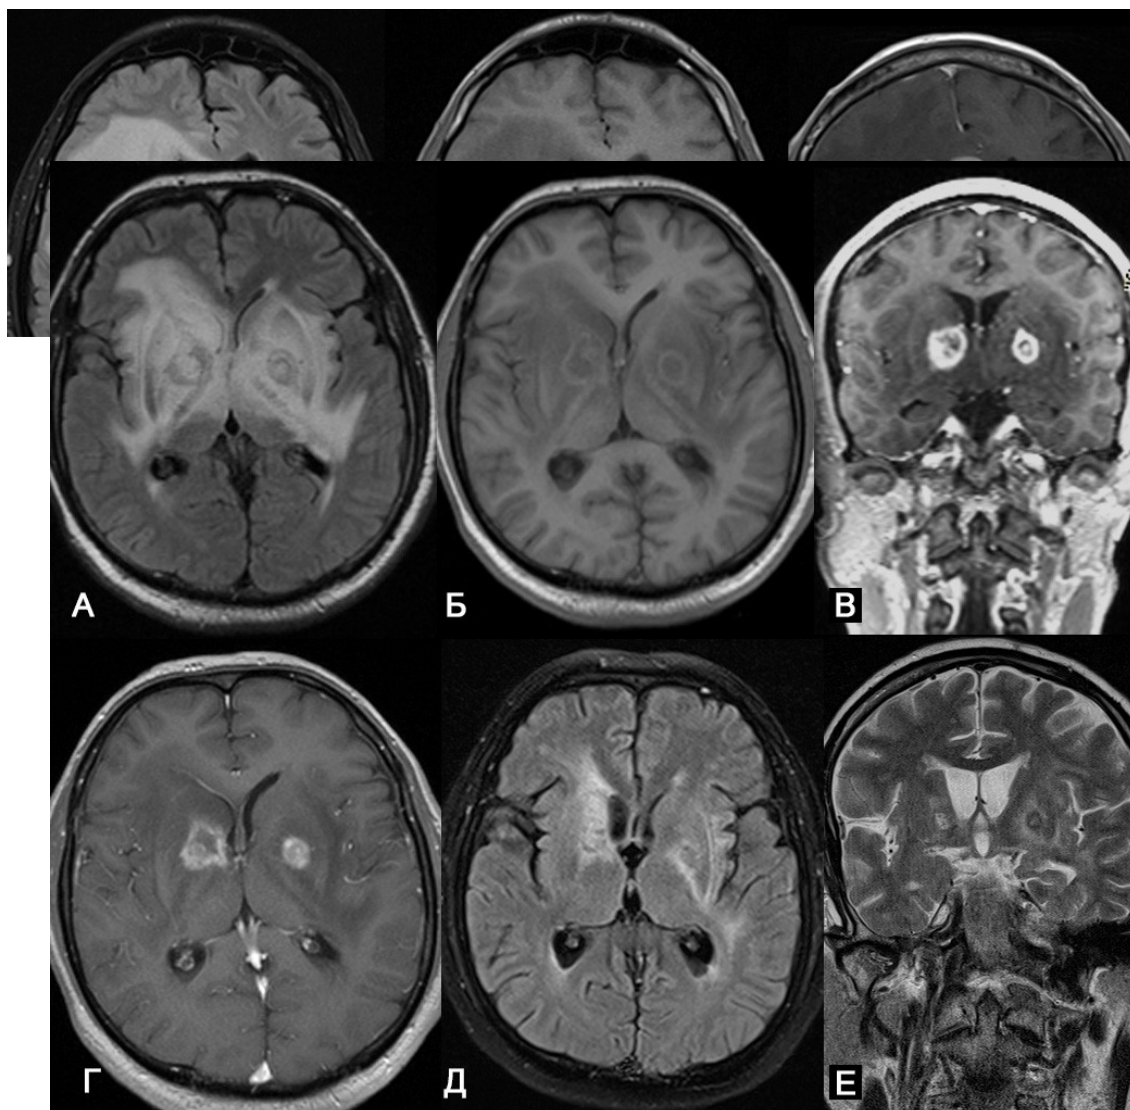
МРТ пациента Ж. 36 лет с многоочаговой лимфомой ЦНС и вариантом эффекта от назначения глюкокортикостероидов. А, Б, В, Г – первичное МР-исследование. Д, Е контрольное МР-исследование через 3 недели. А, Б, Г, Д – изображения в аксиальной проекции; В, Е – изображения в корональной проекции. В проекции базальных ганглиев с 2х сторон патологические структуры окруженные выраженным перифокальным отеком на T2 FLAIR (А), гипоинтенсивны на T1ВИ (Б), накапливают контрастное вещество неоднородно в периферических отделах на постконтрастных T1ВИ (В, Г). На контрольных изображениях через 3 недели после назначения глюкокортикостероидов в высоких дозах определяется резкое уменьшение выраженности перифокального отека, а также уменьшение размеров патологических структур по данным T2 FLAIR в аксиальной проекции (Д) и T2ВИ в корональной проекции (Е). Введение контрастного вещества не было выполнено из-за сложностей с венозным доступом.
